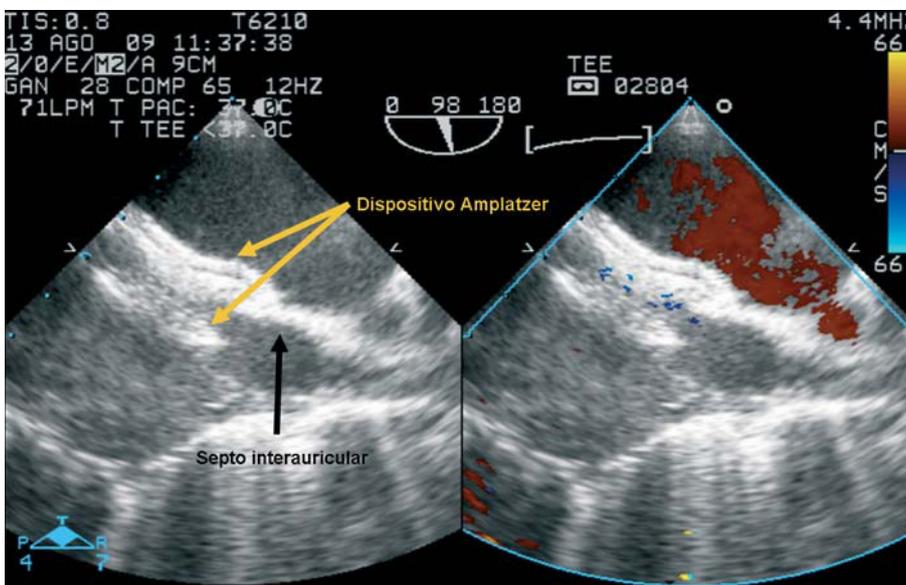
Imagen de ecocardiografía transesofágica que muestra el dispositivo Amplatzer correctamente posicionado (flechas amarillas) en el septo interauricular (flecha negra) tras corregir la deformidad previa y sin cortocircuito residual.
